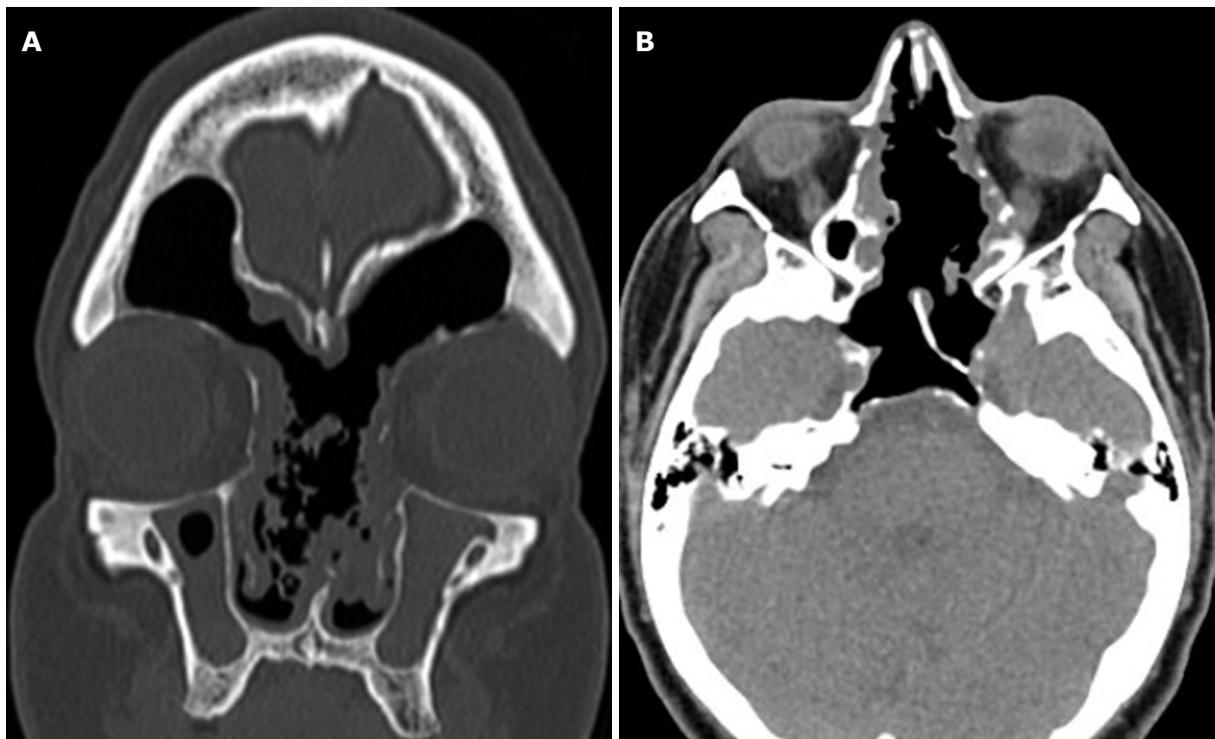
Tomografía computarizada posoperatoria 4 meses después de la cirugía. A) corte coronal: se observan los senos frontales ventilados con amplio drenaje, B) corte axial: esfenoides sin enfermedad.
